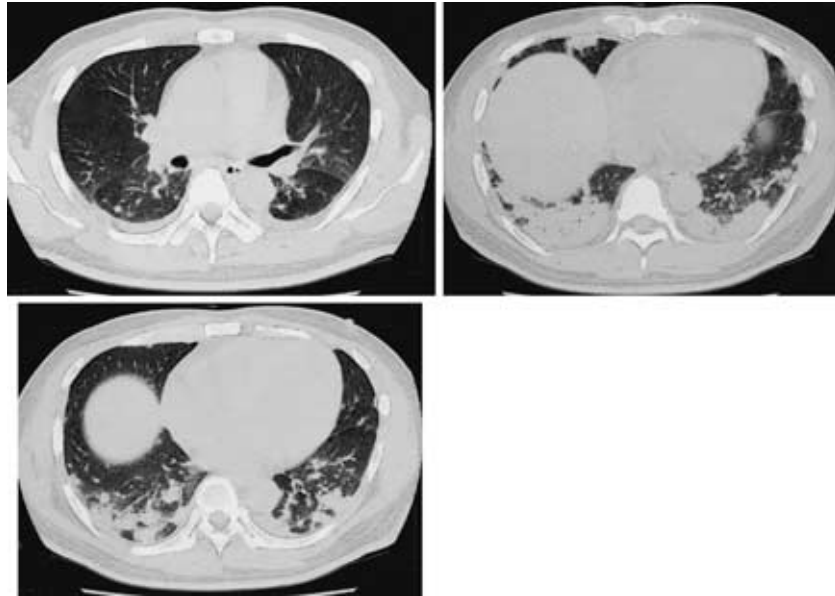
Chest CT on admission, showing air space consolidation in both lower fields.
